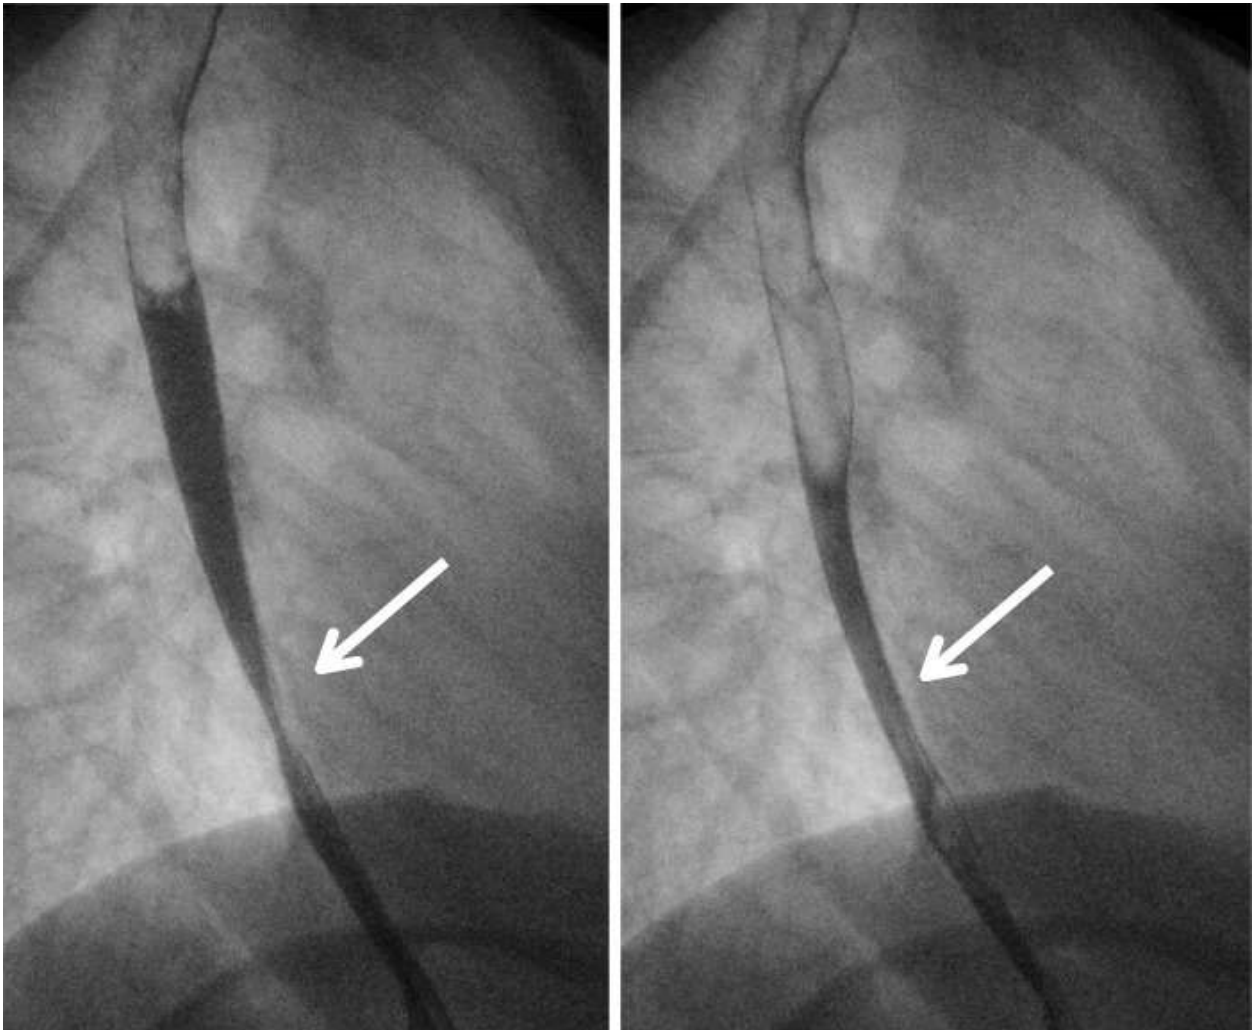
Рентгеноскопия пищевода с контрастом: протяженная стриктура дистального отдела пищевода
